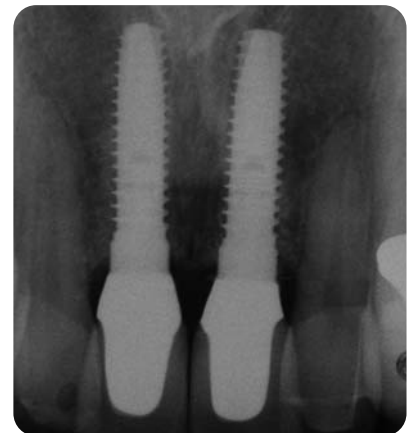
Röntgenkontrolle nach Eingliederung.
